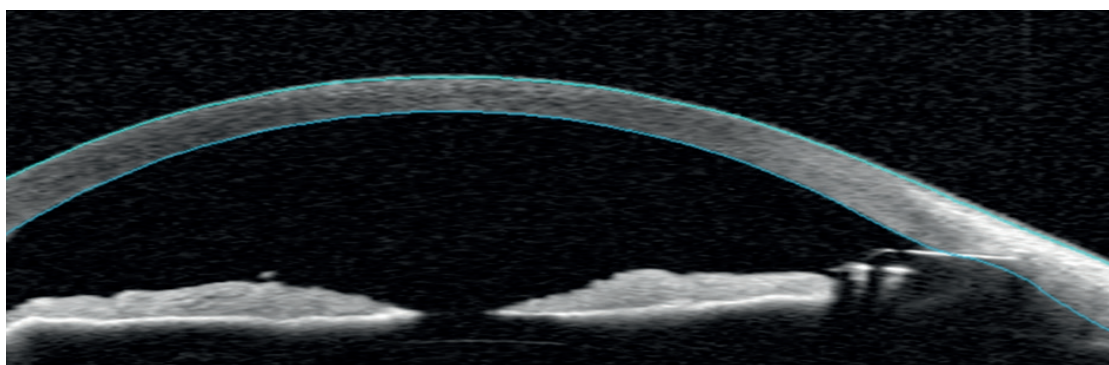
Оптическая когерентная томография переднего отрезка глаза пациента с имплантированным Ex-PRESS® мини-шунтом. Желтой стрелкой обозначена проекция мини-шунта в передней камере глаза
